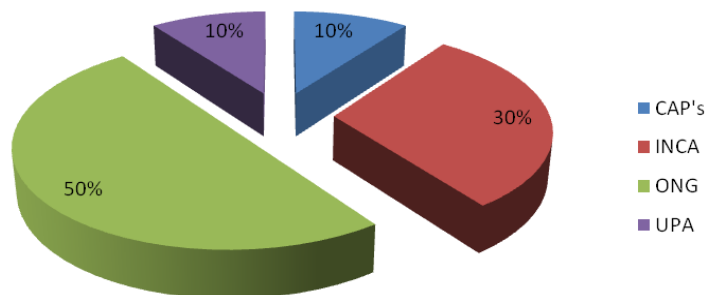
Serviço que o aconselhador conhece com metodologia similar a utilizada nos CTA do estado do Rio de Janeiro
